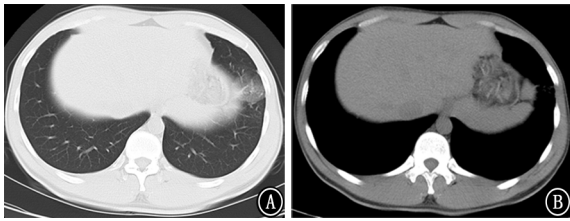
胸部CT可见左肺下叶磨玻璃影 A: 胸部CT肺窗; B: 胸部CT纵隔窗
